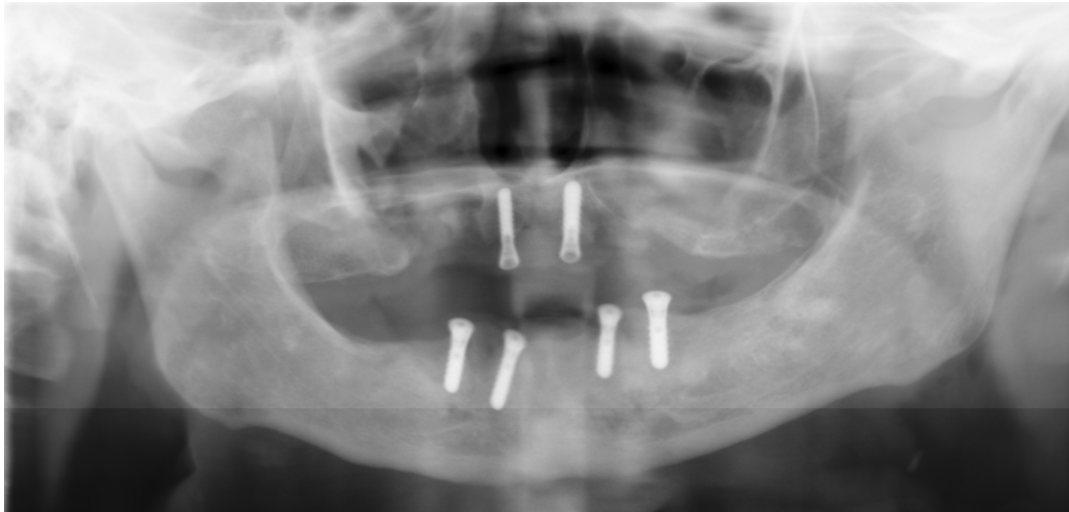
Radiografia panorâmica final, após a extracção dos implantes antigos e colocação dos novos implantes Straumann®.
